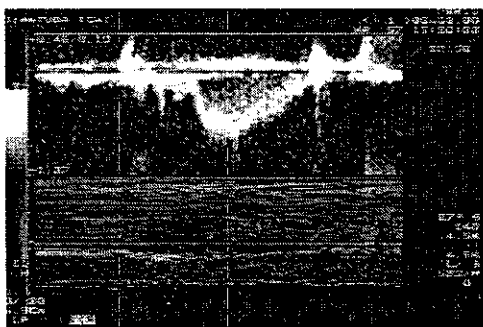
A still picture clipped out from movie images of Doppler echocardiography.
